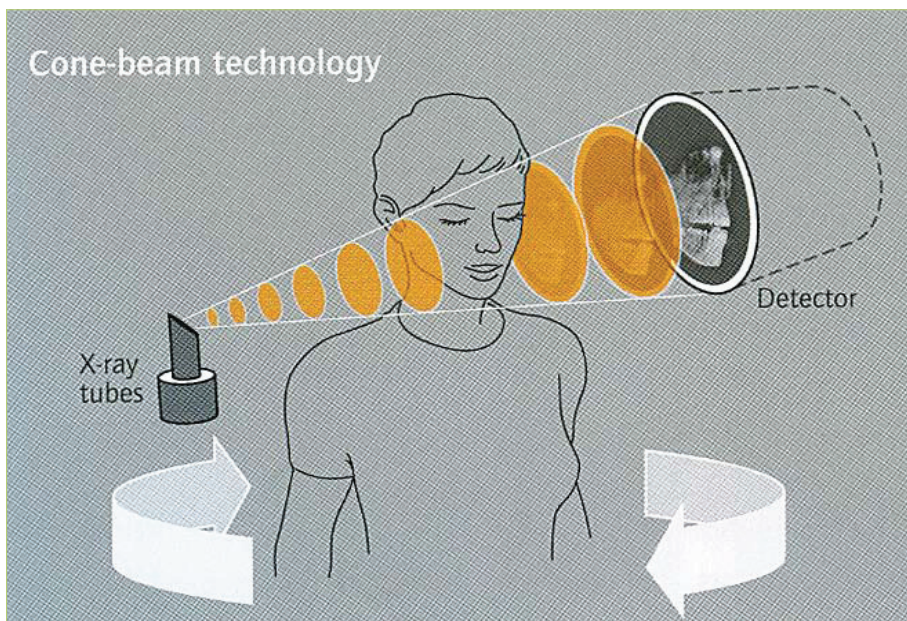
CBCT stvara divergentni odnosno konični izvor ionizirajućeg zračenja i ima posebni dvodimenzionalni detektor. Sa svojim konično usmjerenim rendgenskim zrakama, CBCT pokriva cijelu željenu regiju i dovoljna je jedna cirkularna rotacija, koja traje manje od 30 sekundi, da se prikupe podaci za stvaranje trodimenzionalne snimke. (preuzeto iz 4)
